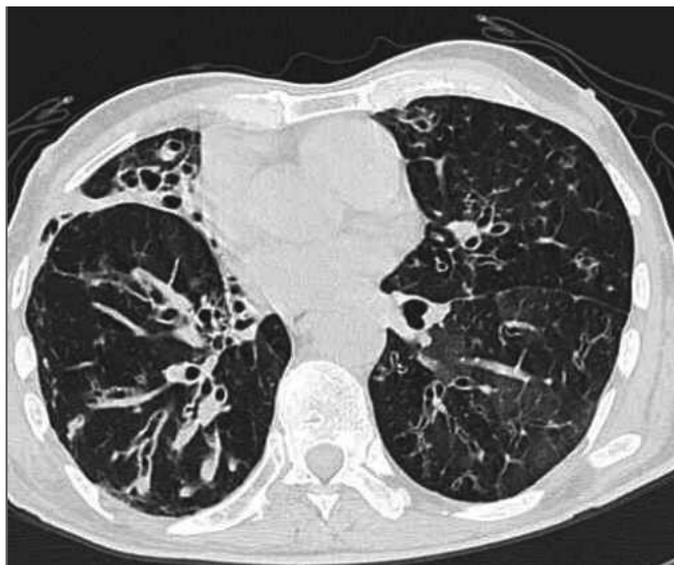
Бронхиолоэктатическая эмфизема, КТ ОГП.
